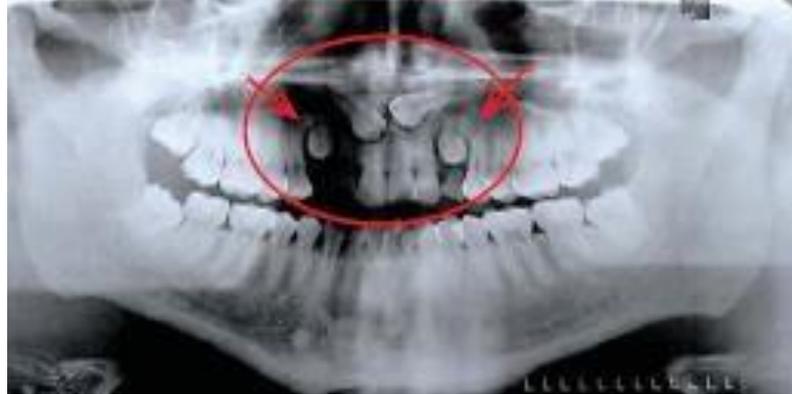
Radiografía panorámica como método de diagnóstico. (8)
